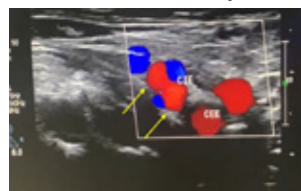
Ecodoppler de artéria carótida em corte transverso mostrando sinal do duplo lúmen em ACI (setas).
